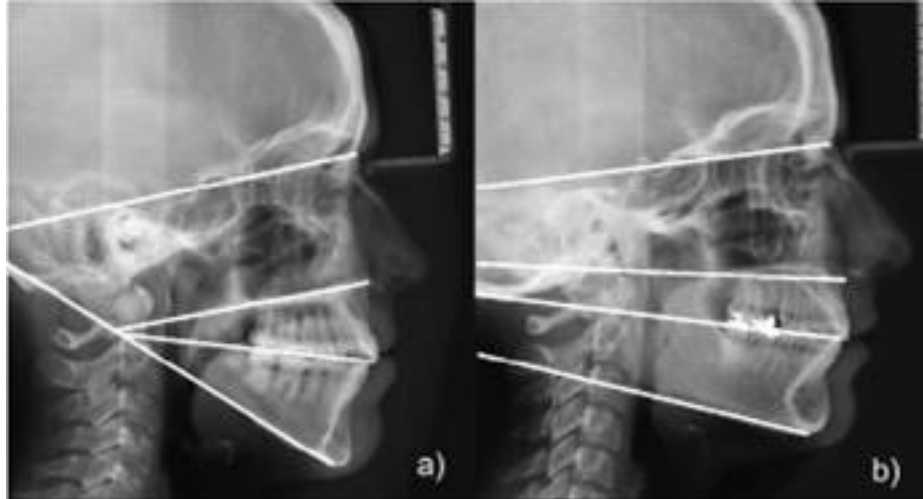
Radiografía lateral de cráneo. a) Paciente dolicofacial b) Paciente braquifacial
